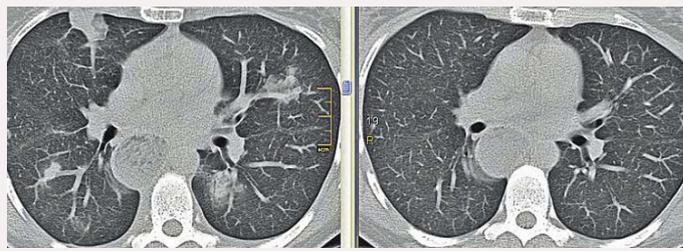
МСКТ больной Р., слева – до лечения ГК: множественные инфильтраты в обоих легких; справа – после двухнедельной ГК-терапии: полное восстановление пневматизации паренхимы за счет рассасывания фокусов инфильтрации
